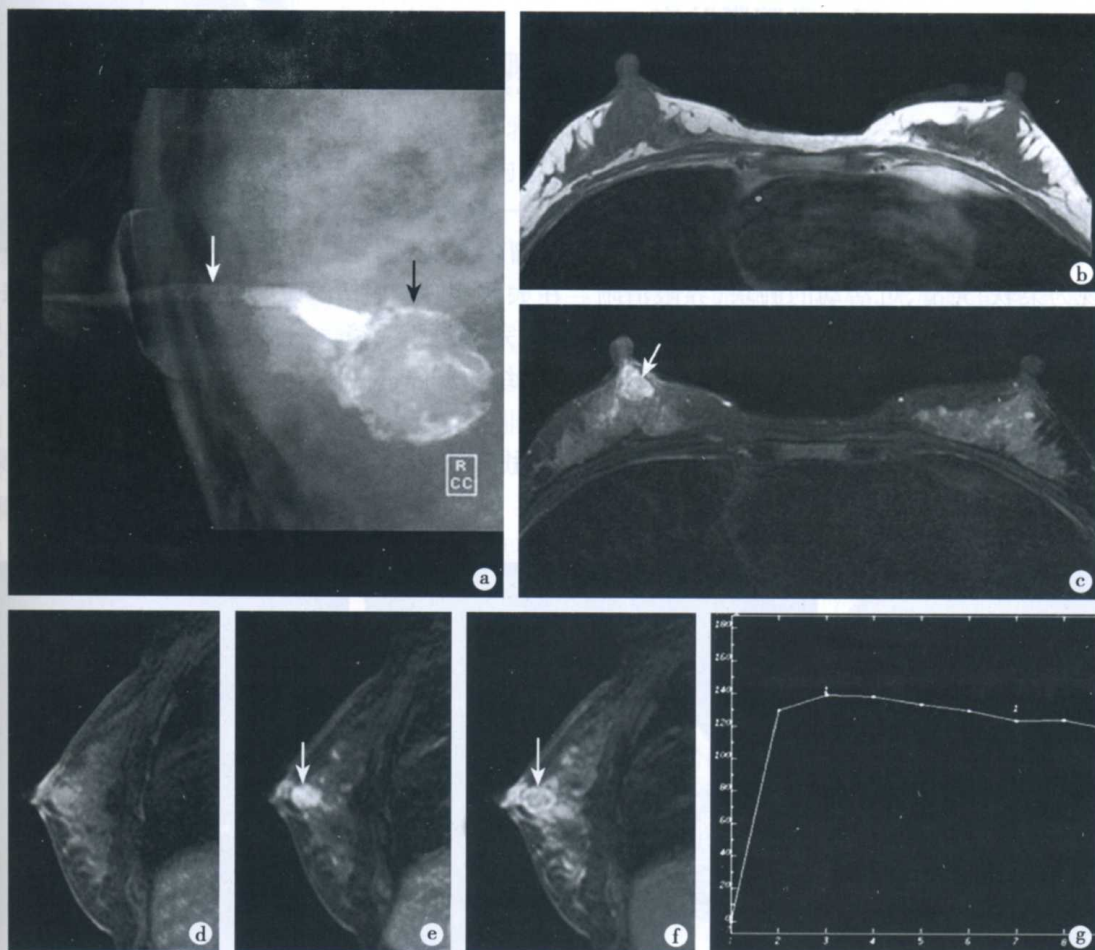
右乳腺大导管乳头状瘤X线和MRI表现
